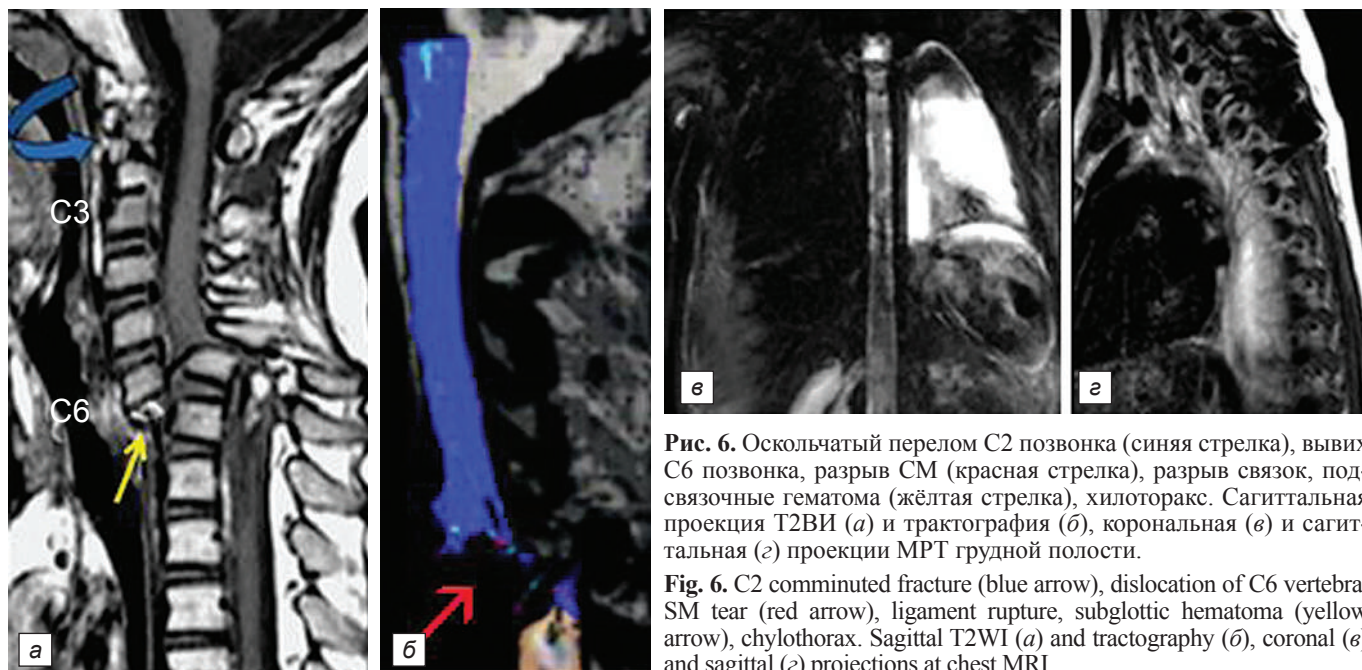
Оскольчатый перелом C2 позвонка (синяя стрелка), вывих C6 позвонка, разрыв СМ (красная стрелка), разрыв связок, подвязочные гематома (жёлтая стрелка), хилоторакс. Сагиттальная проекция Т2ВИ (а) и трактография (б), корональная (в) и сагиттальная (г) проекции МРТ грудной полости.
